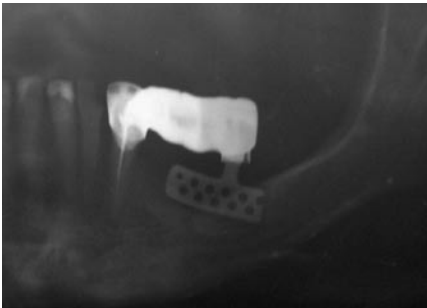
Рентгенограмма области зубов 35—37 до начала лечения
